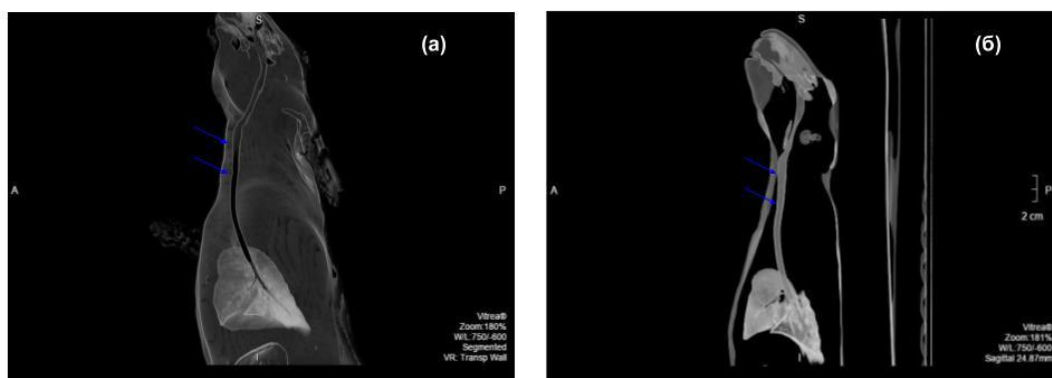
МСКТ головы, шеи и грудной клетки кролика через 4 недели после операции, синими стрелками обозначено положение имплантата:
